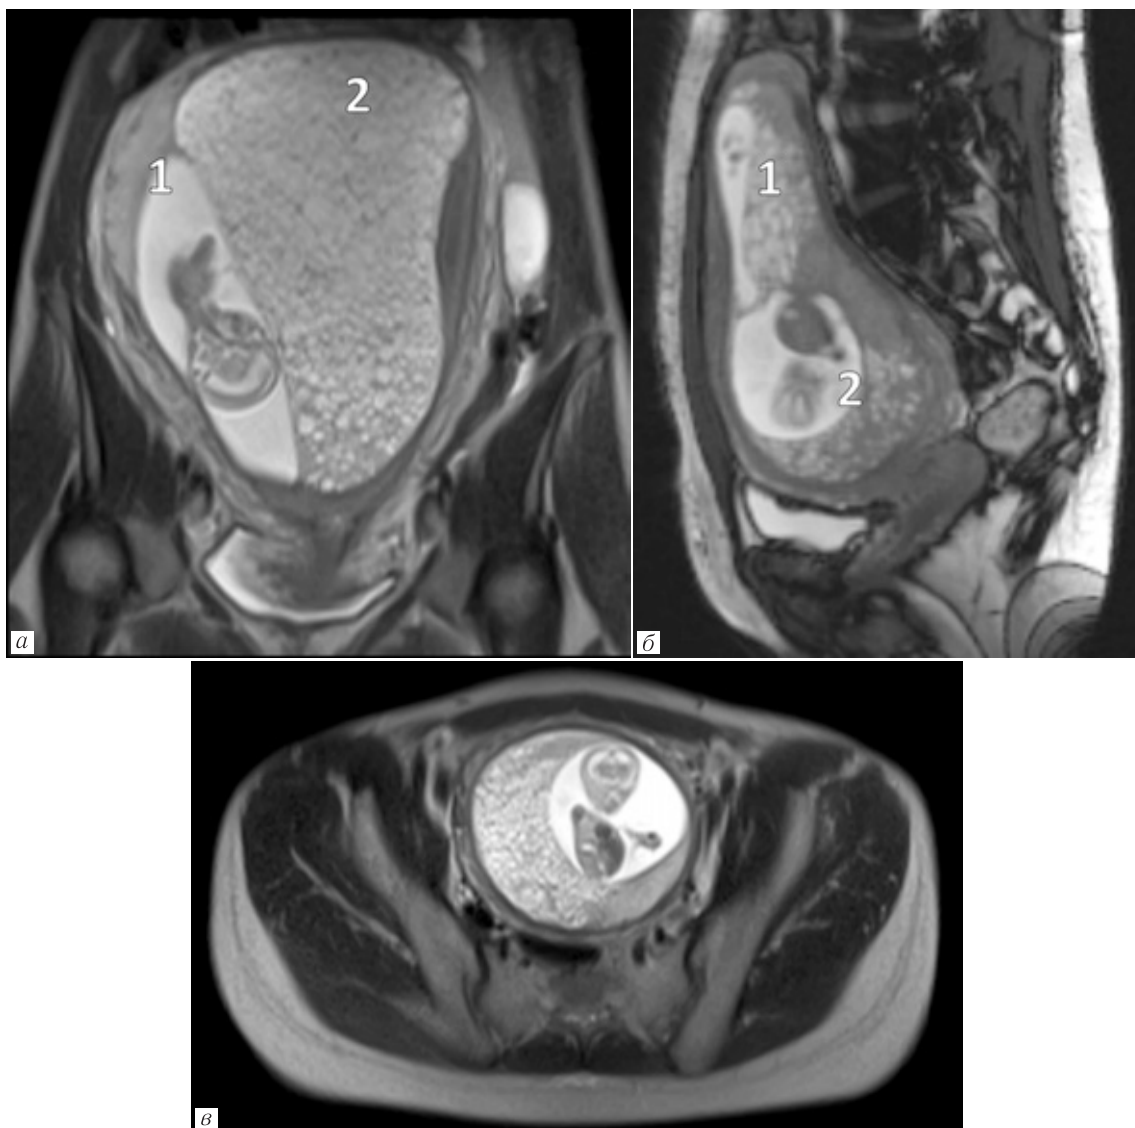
МРТ экстрафетальных структур, T2-ВИ, корональная плоскость (а). Полный пузырный занос на фоне синхронно развивающейся беременности. 16 нед гестации. В полости матки определяются два плодных яйца: первое (1) полностью выполнено мелкокистозно трансформированной тканью трофобласта, во втором (2) — нормально развивающийся плод, а также нормальная плацента; б, в — МРТ экстрафетальных структур, T2-ВИ, сагиттальная (б) и аксиальная (в) плоскости. Частичный пузырный занос на фоне синхронно развивающейся беременности двумя плодами. 12 нед гестации. В полости матки определяются два плодных яйца (1 и 2), каждое из которых содержит плод с признаками ЗВУР, а также частично патологически измененную плаценту неоднородной структуры с участками мелкокистозной трансформации
